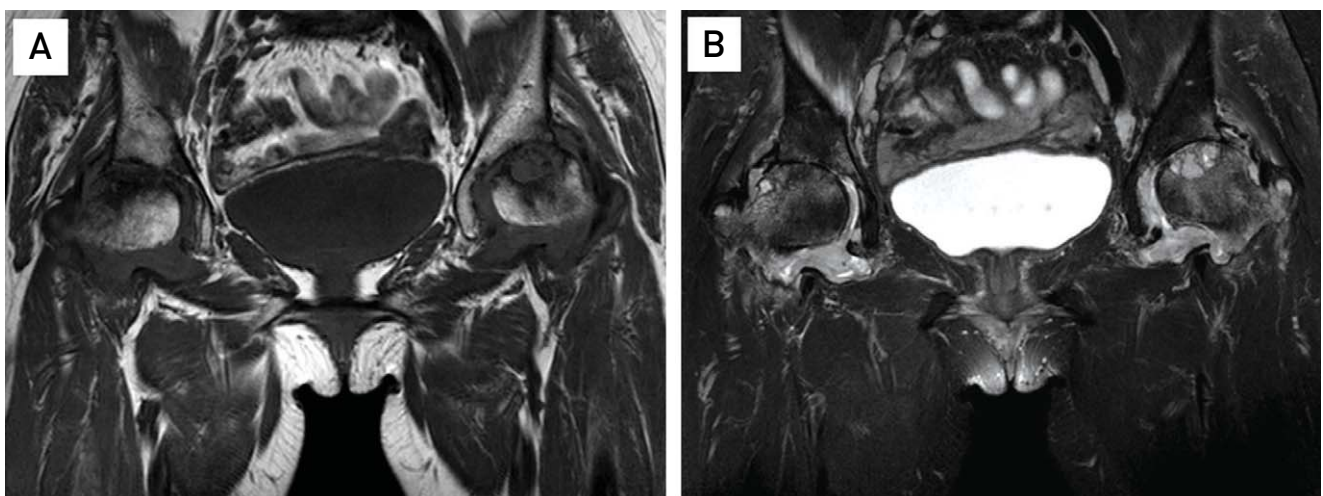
MRI view showing joint fluid collection, synovial hypertrophy, subchondral bone cyst & fracture. (A) T1 weighted coronal view (B) T2 weighted coronal view.
